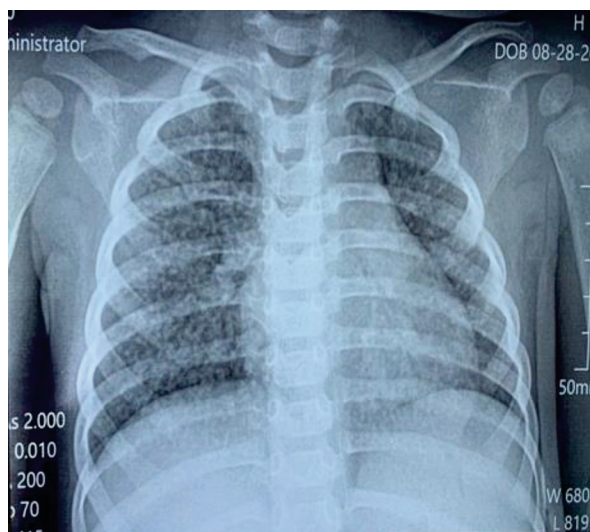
Рентгенограмма органов грудной клетки до начала лечения
